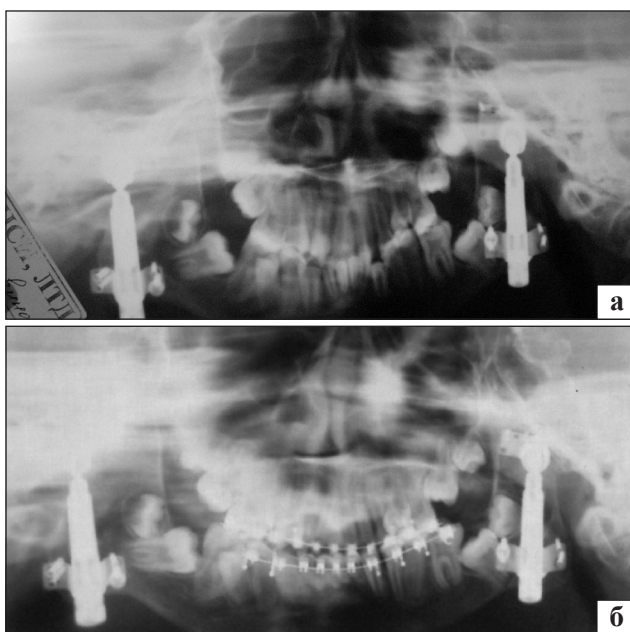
Фотоотпечатки ортопантомограмм б-ной Л.: а) на 7-е сутки после операции двустороннего эндопротезирования ВНЧС; б) через один год после операции на этапе ортодонтического лечения
